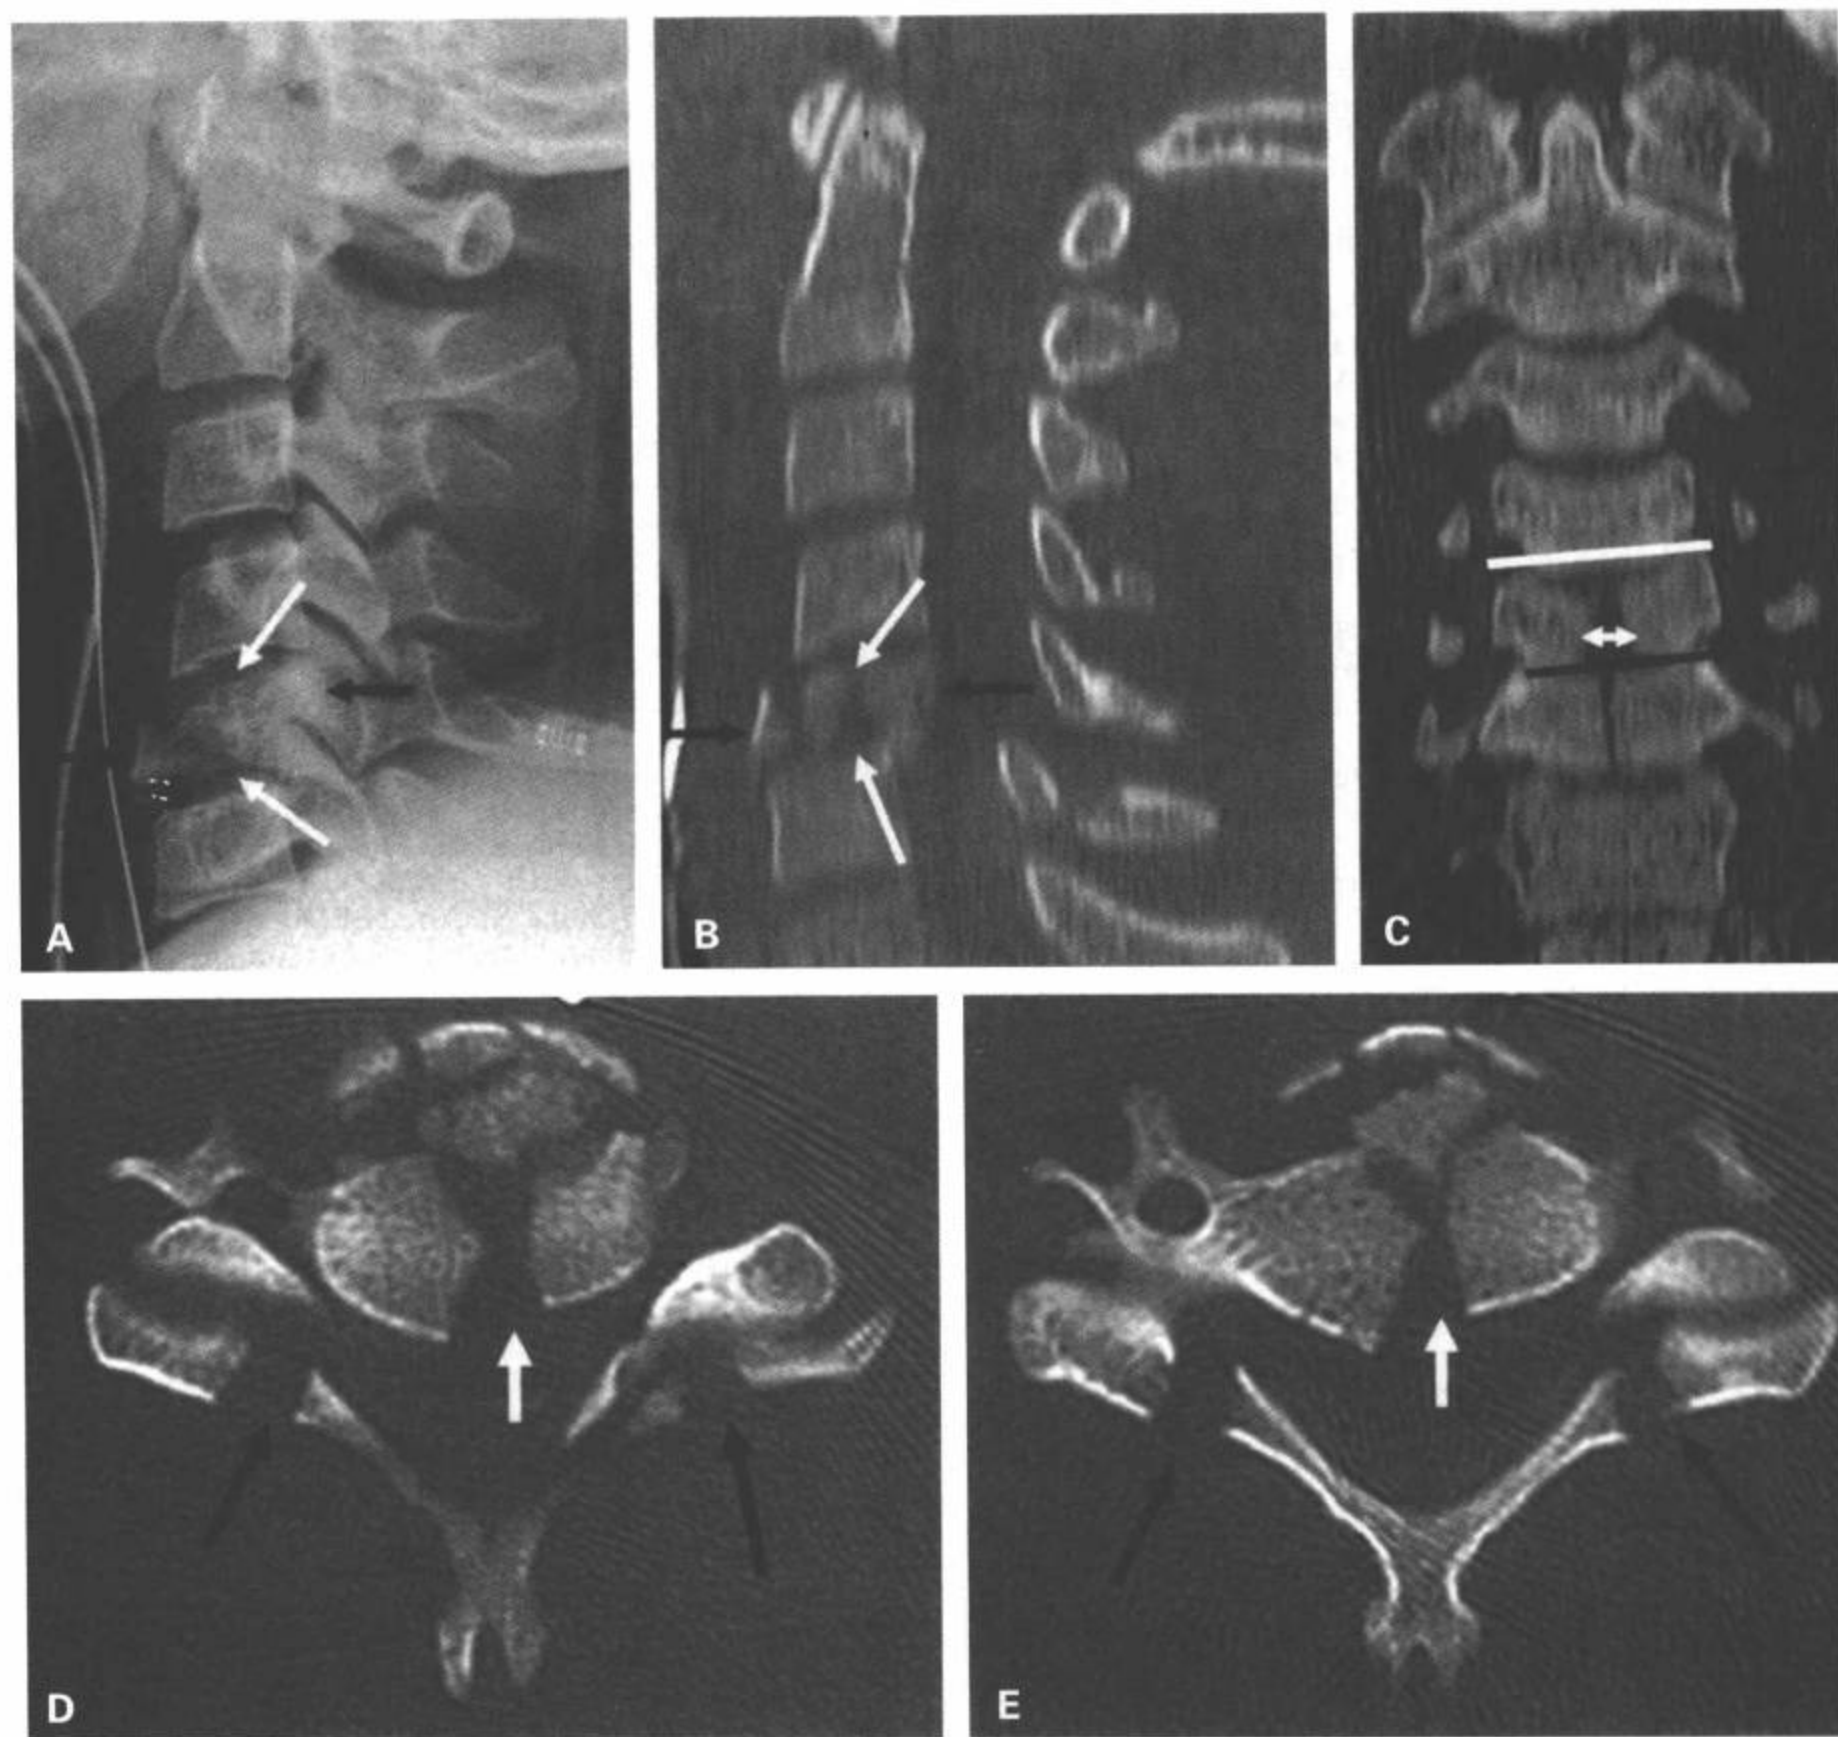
C5爆裂型骨折(分散,轴向负载)。侧位片(A)和CT多平面重组矢状面图像(B)显示每侧终板的骨折(白箭)伴骨碎片向前和后移位(黑箭),后者进入椎管。注意爆裂型骨折病人平直排列的典型颈椎。C: CT多平面重组冠状面图像显示垂直的骨折线延伸到C5和C6椎体中部伴半椎体碎片(白双箭头)侧移引发椎小关节上方增宽(白线),下方变窄(黑线)。D,E: CT横断面图像显示椎体粉碎性骨折伴骨碎片分散;体部有垂直骨折(白箭);碎片后移进入椎管,和双侧椎板和关节块结合部的碎片(黑箭)。
